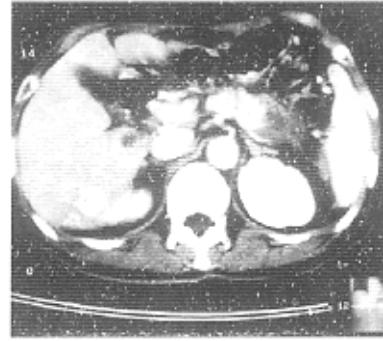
治疗后 2 个月 CT 复查,见胰尾部肿块及肝内病灶均明显缩小,肝内转移灶内有碘油沉积良好
